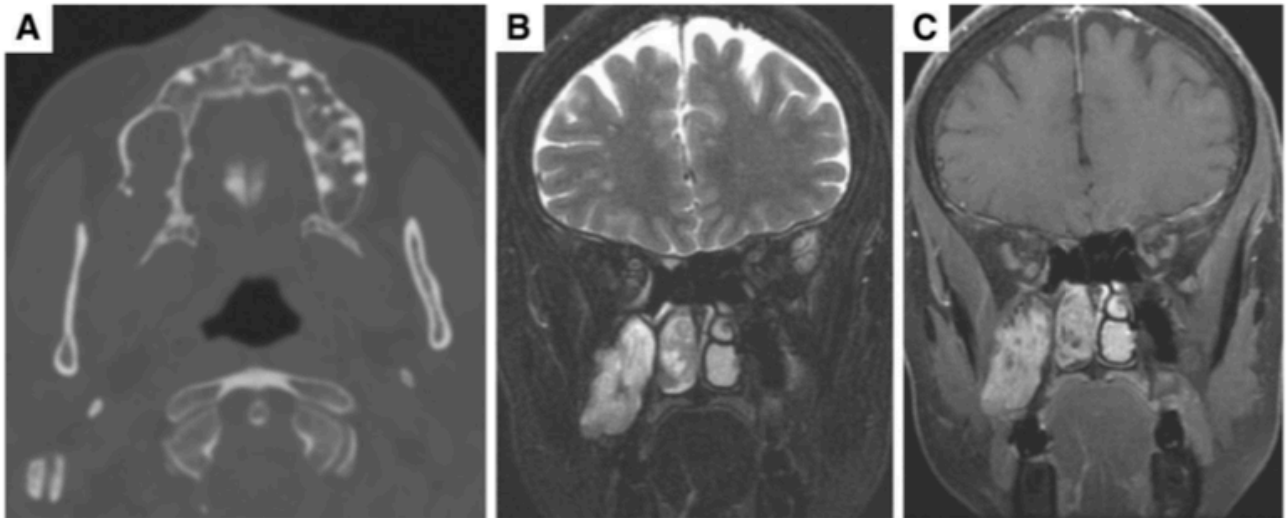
A-C. Mujer de 69 años. Tomografía computarizada y resonancia magnética que muestran una lesión erosiva del alvéolo maxilar derecho posteroinferior, sin cortical ósea intacta, y extensión de masa hacia el seno maxilar derecho (McClary, A. et-al. 2015).
